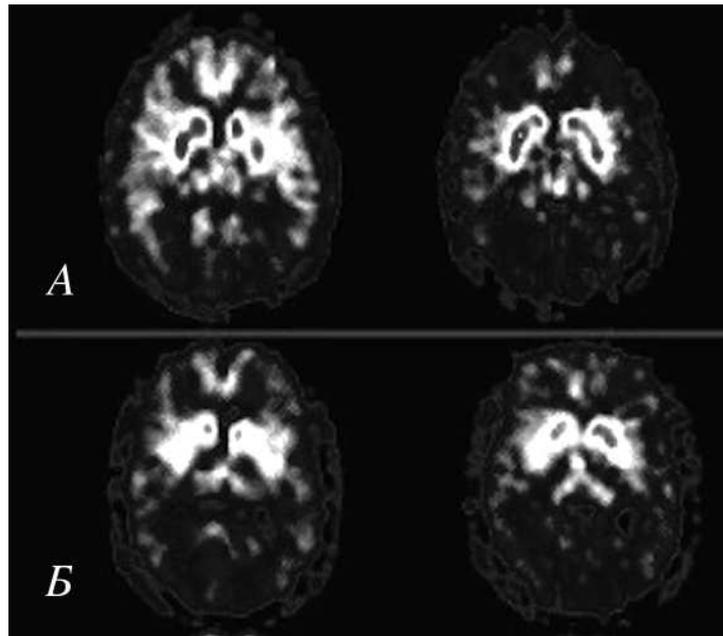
Позитронно-эмиссионная томография головного мозга: А-норма, Б – при болезни Паркинсона.
